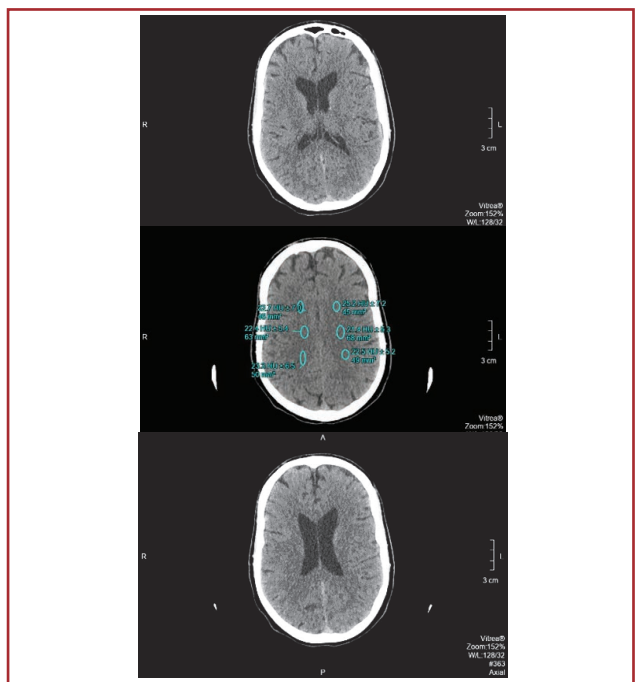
КТ головного мозку
